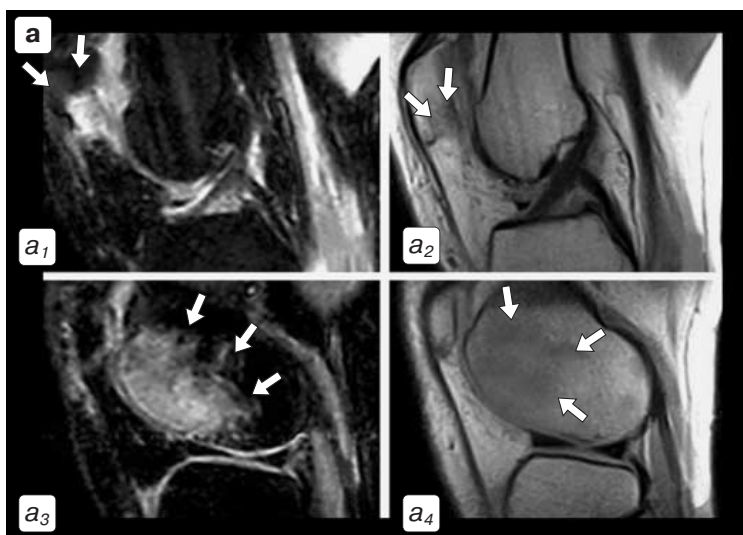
МР-томограммы больной Л. Сагиттальная плоскость сканирования, толщина выделяемого слоя 4 мм. Режимы сканирования:
